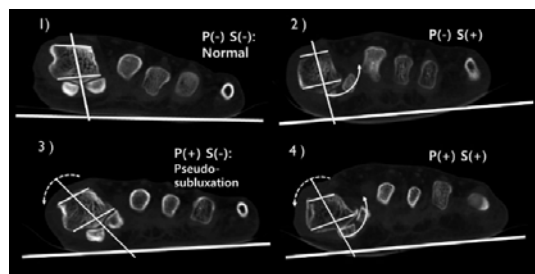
КТ-взаимоотношения расположения головки первой плюсневой кости и сесамовидного гамака.
